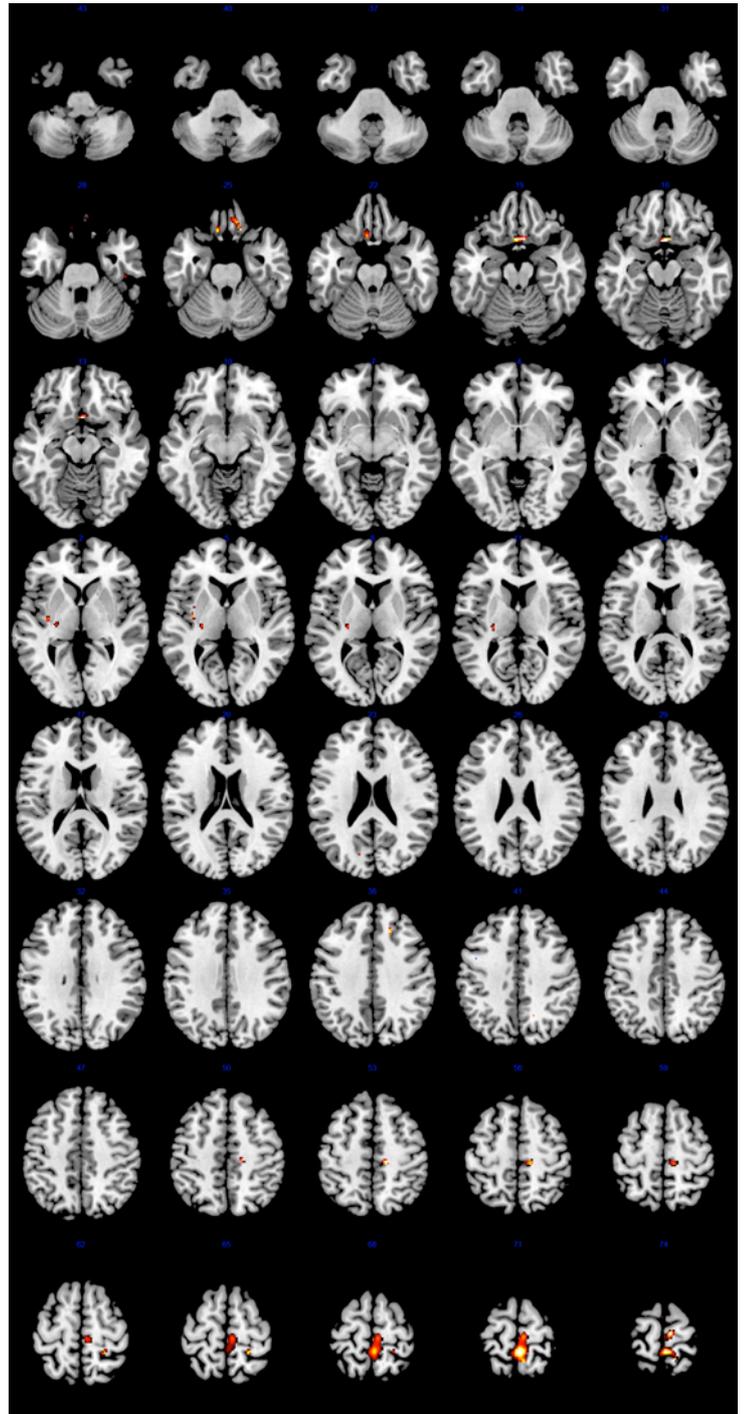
résultats après soustraction de l'examen PET pré VNS aux images de l'examen PET post VNS tous deux préalablement comparés à la base de données de patients sains. Nous avons pris un threshold de $Z > |2.05|$, c'est-à-dire $p < 0.02$.
